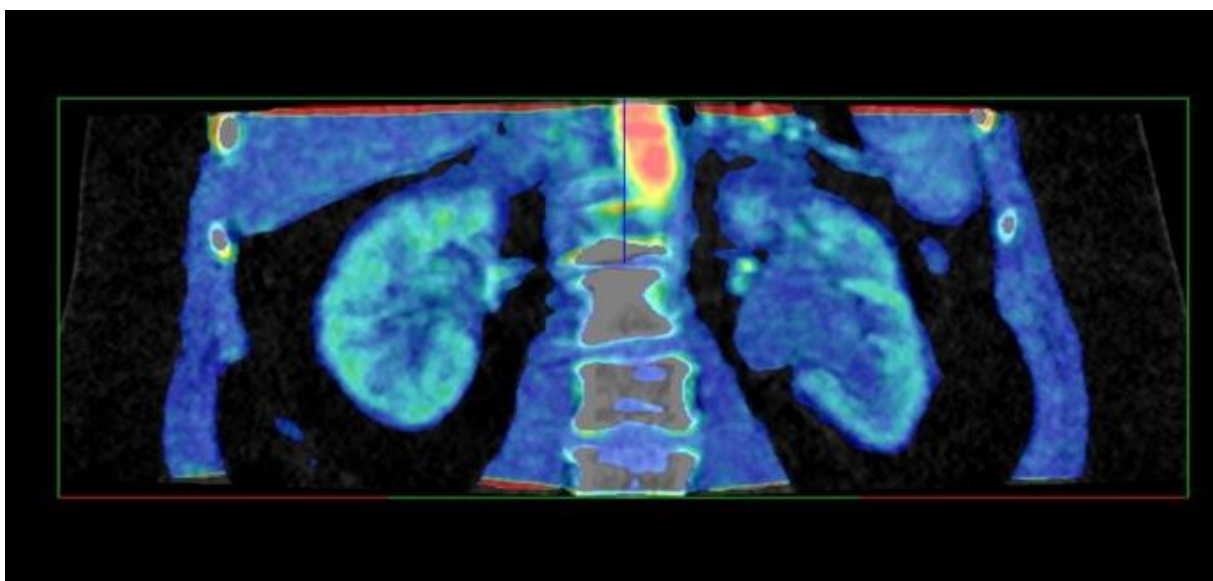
КТ - перфузия у пациента с обструкцией мочеточника и дилатацией ЧЛС
